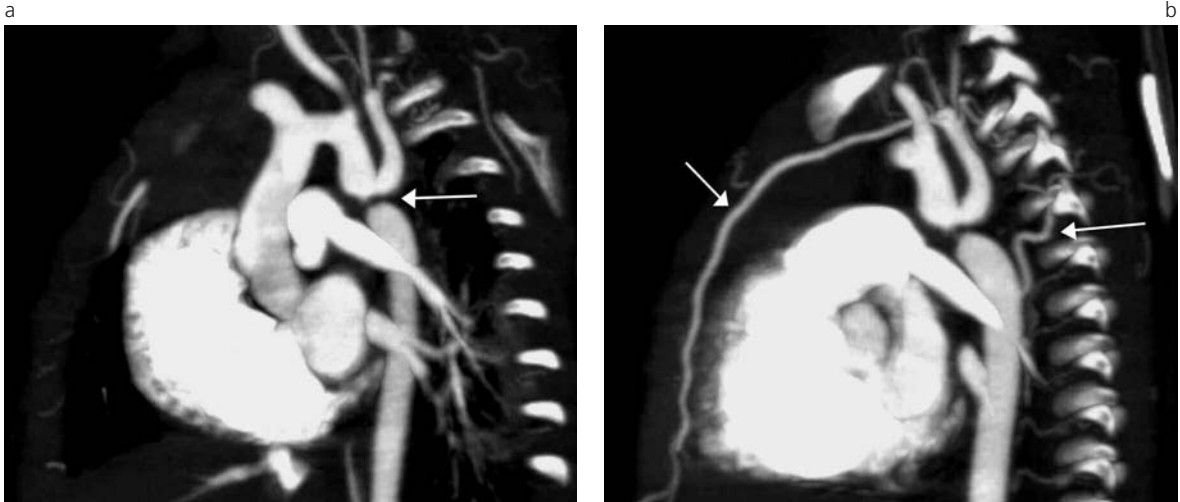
a) Paciente de 14 días de vida. Diagnóstico postnatal de coartación de aorta basado en hallazgos clínicos y confirmado por eco Doppler (flecha). Se realiza angioTC para planeamiento quirúrgico. Reconstrucción en máxima intensidad. b) Reconstrucción en máxima intensidad. Son prominentes las arterias intercostales y mamarias internas (flechas).
